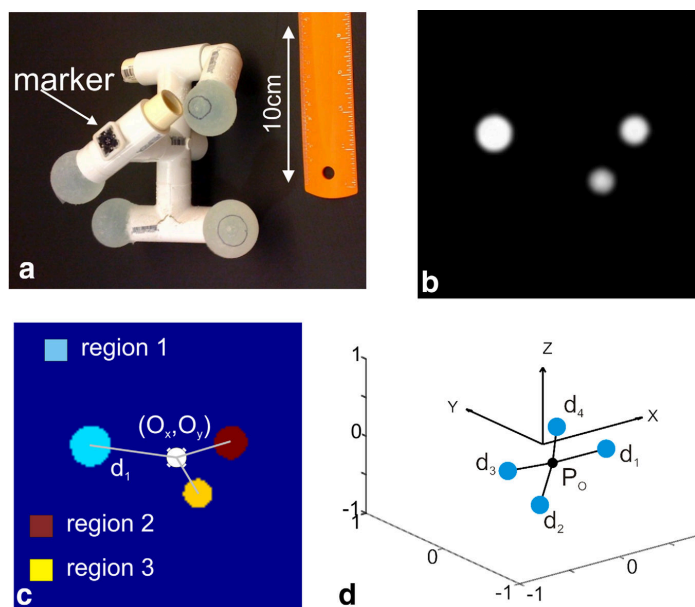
Zahneisen et al. schlagen dieses Kalibrierphantom vor, das im MRT-Bild sichtbare Kugeln enthält sowie einen Marker, der von den Trackingkameras lokalisiert werden kann (Bild aus [195]).
